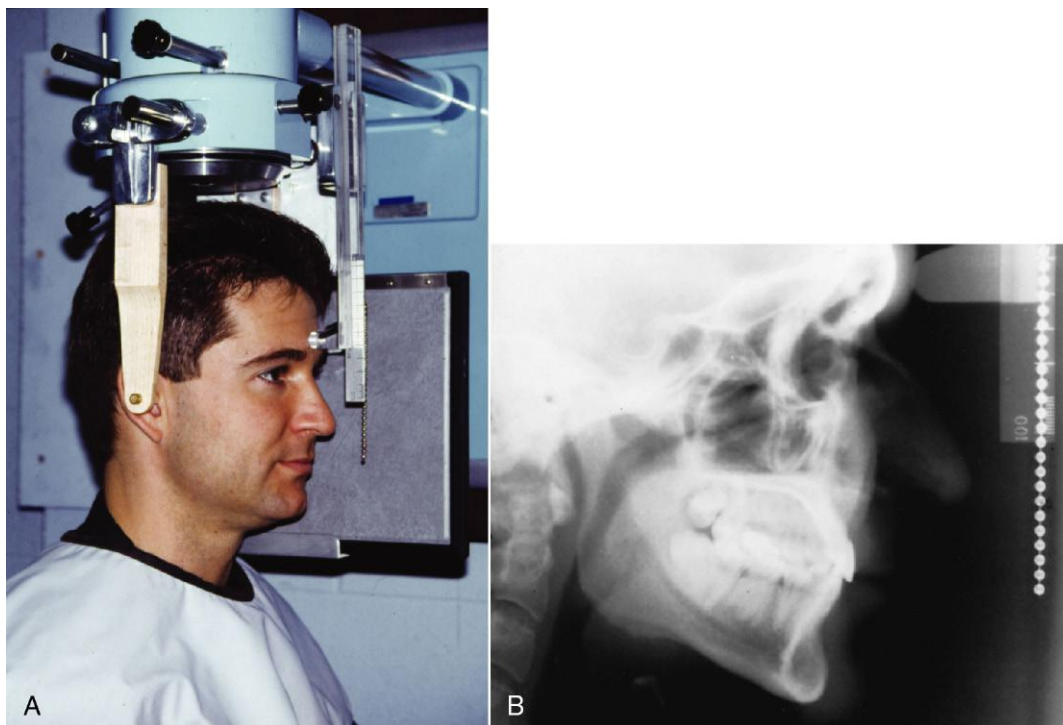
A. La radiografía cefalométrica recibe este nombre por la utilización de un dispositivo para colocar la cabeza con una orientación muy precisa. Ello implica que se pueden establecer comparaciones válidas entre las dimensiones exteriores e interiores en miembros de un mismo grupo de población, o que es posible medir a un mismo individuo en dos momentos diferentes, ya que se puede reproducir la misma orientación de la cabeza. B. Esta placa se ha tomado con la cabeza en posición natural (v. capítulo 6 para una descripción de la técnica con este posicionamiento de cabeza).
